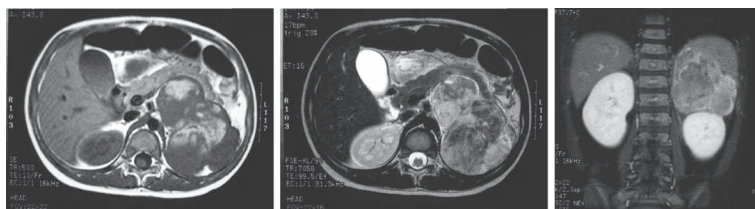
腹部MRI。左から順にT1強調画像、T2強調画像、T1強調造影画像。
